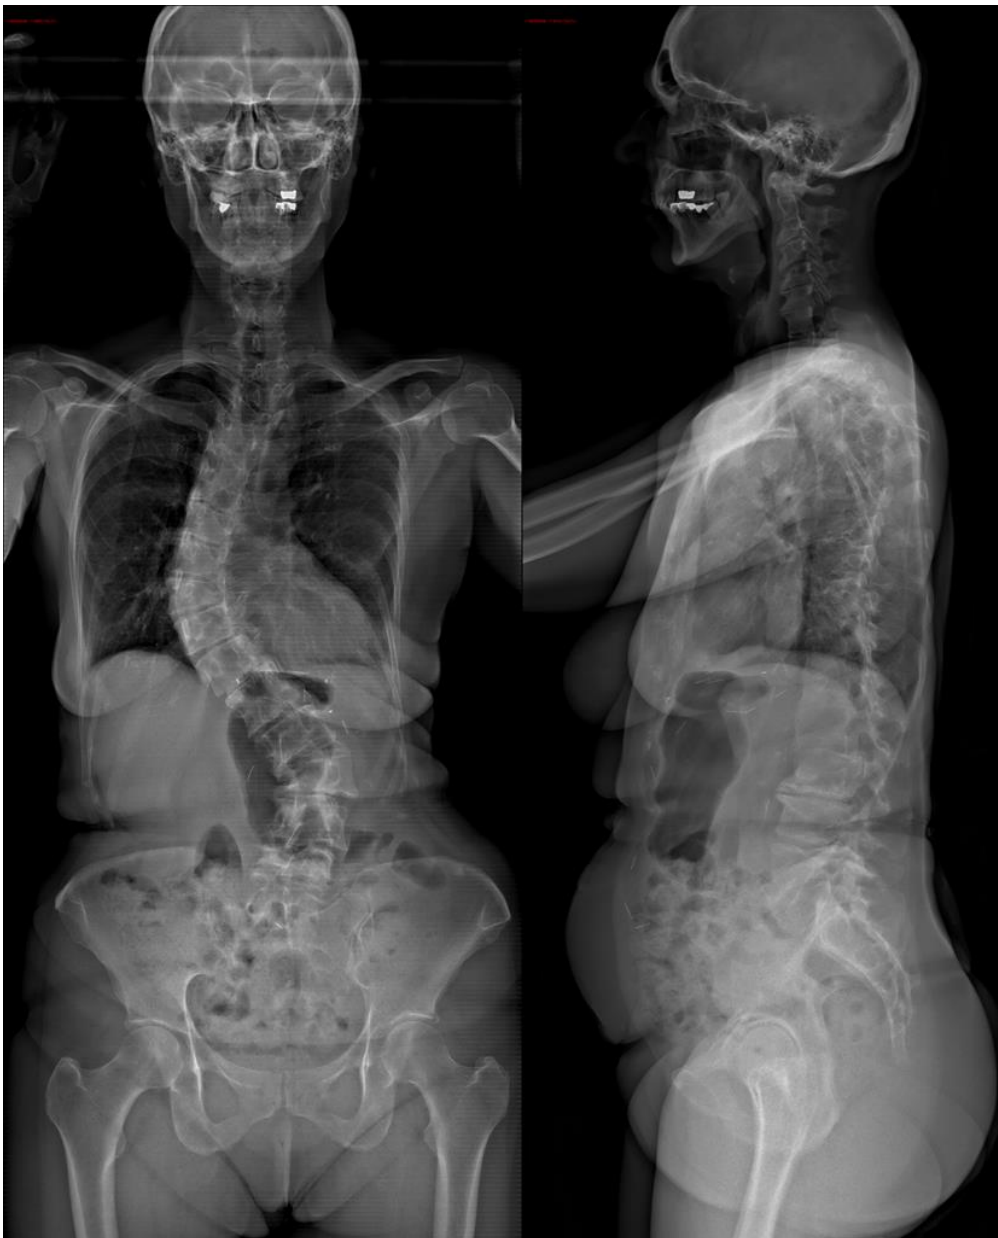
Radiographies de face et profil d'une patiente de 65 ans avec une scoliose lombaire dégénérative.
